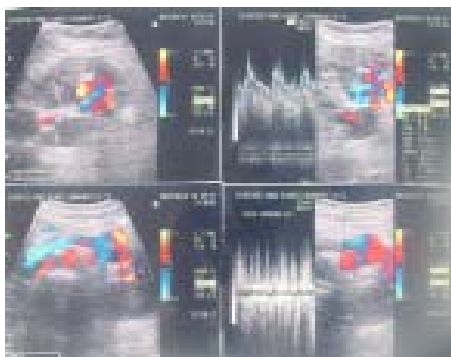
Ultrasonografía con Doppler a color. Fístula arteriovenosa renal.
